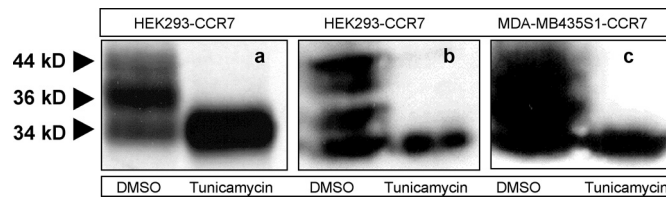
N-Glykosylierung von ektopisch exprimierten CCR7 in HEK293- oder MDA-MB435S1-Zellen. Die molekulare Masse von CCR7 verringerte sich nach Behandlung mit Tunicamycin. Immunpräzipitation und Immundetektion von CCR7 aus Zellysat DMSO- oder Tunicamycin-behandelter Zellen. A) Immunpräzipitat von metabolisch markierten HEK293-Zellen und b) bzw. c) Nachweis von CCR7 nach Immunpräzipitation im Western Blot; a) Autoradiographie mit anti-CCR7 (3D12) immunpräzipitierten CCR7-Protein aus metabolisch S³⁵-markierten HEK293-Zellen, die transient mit CCR7-cDNA transfiziert wurden; Western Blot mit anti-CCR7 gegen das Immunpräzipitat aus dem Zellysat der stabil exprimierenden b) HEK293-Zellen oder c) MDA-MB435S1-Zellen (CCR7 Klon 1) nach Behandlung mit DMSO oder Tunicamycin. Experiment a) wurde einmal durchgeführt, Experiment (b) und (c) zweimal.
